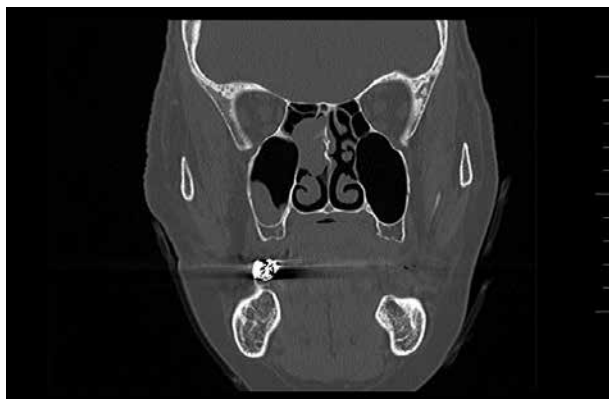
Tomografía preoperatoria fibrosarcoma etmoidal.
